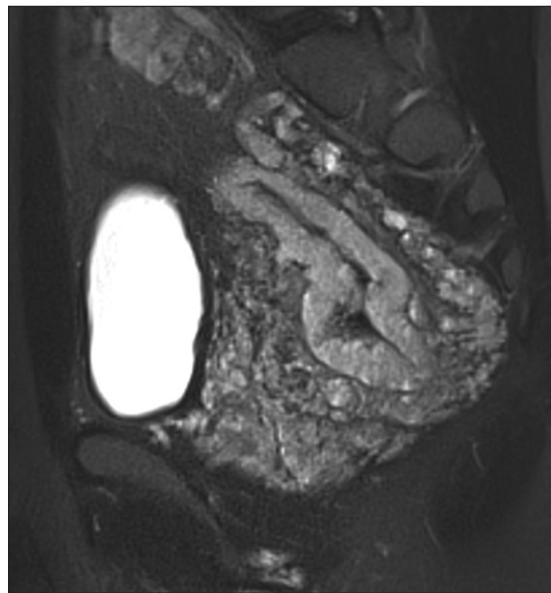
Imagen sagital T2 de resonancia magnética que muestra un marcado engrosamiento de la pared recto-sigmoidea, hiperintenso a la grasa subcutánea y rodeado por una trama vascular peri-rectal hiperintensa. La delimitación entre la pared rectal y la grasa peri-rectal está bien definida.
